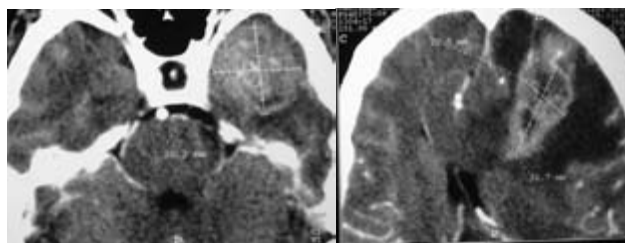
TAC contrastada en la que se aprecian las lesiones en los lóbulos temporal y frontal izquierdos.
